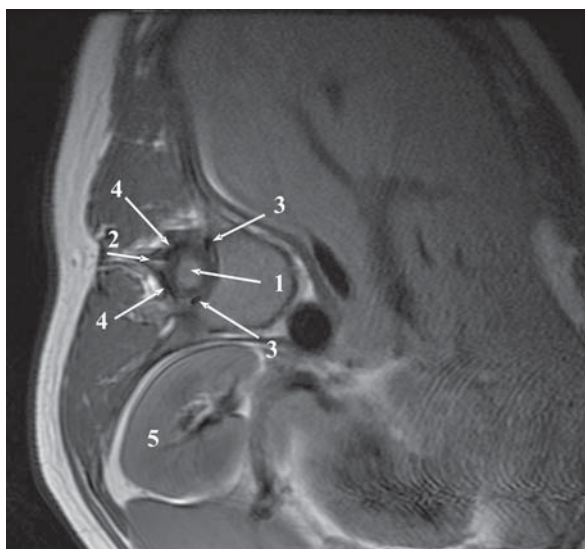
МР томография на уровне Th_{XII} или Th_{XI} позвонков при функциональной спиральной деформации позвоночника, зона нижнего нейтрального грудного позвонка; аксиальное T₁ взвешенное изображение:
